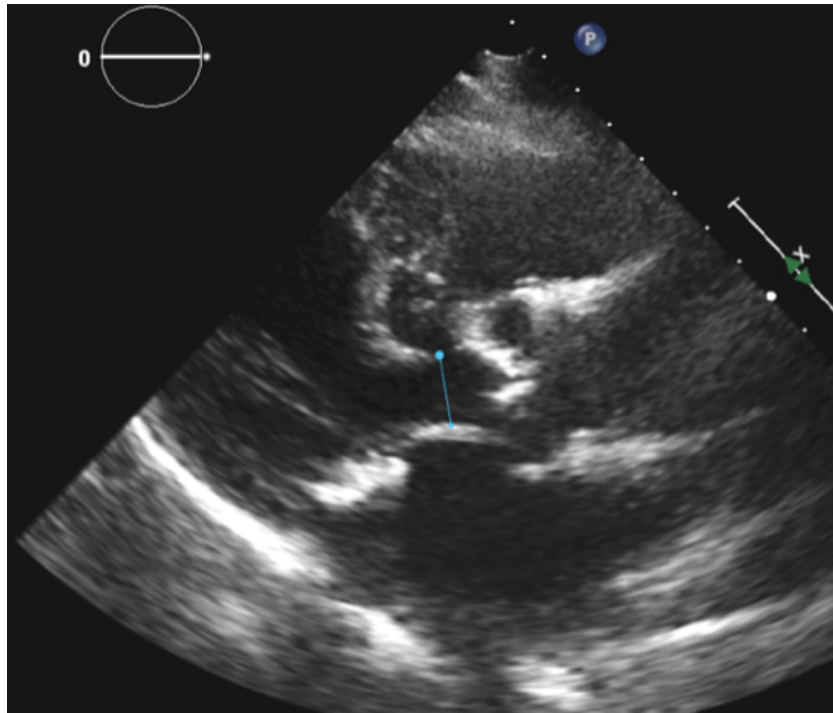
lange Achse parasternal im (LAX) im TTE (transthorakale Echokardiografie), Ausmessung LVOT
